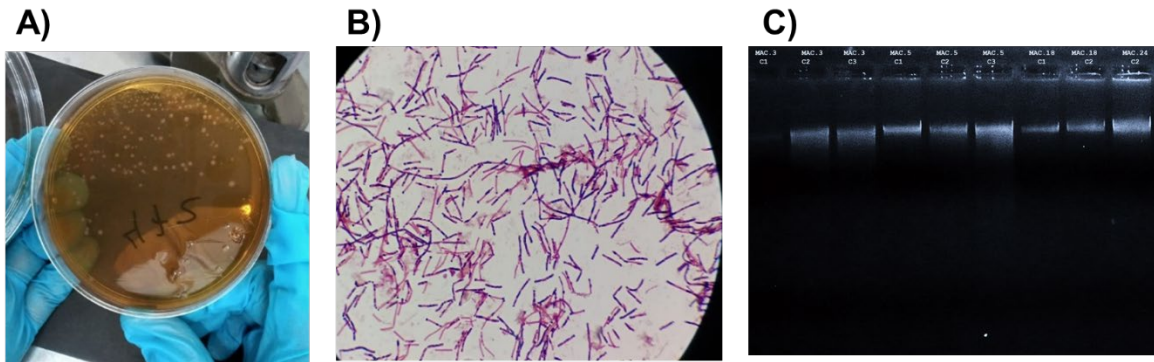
Cultivo microbiológico en CCFA-TC de muestras fecales y extracción genómica
